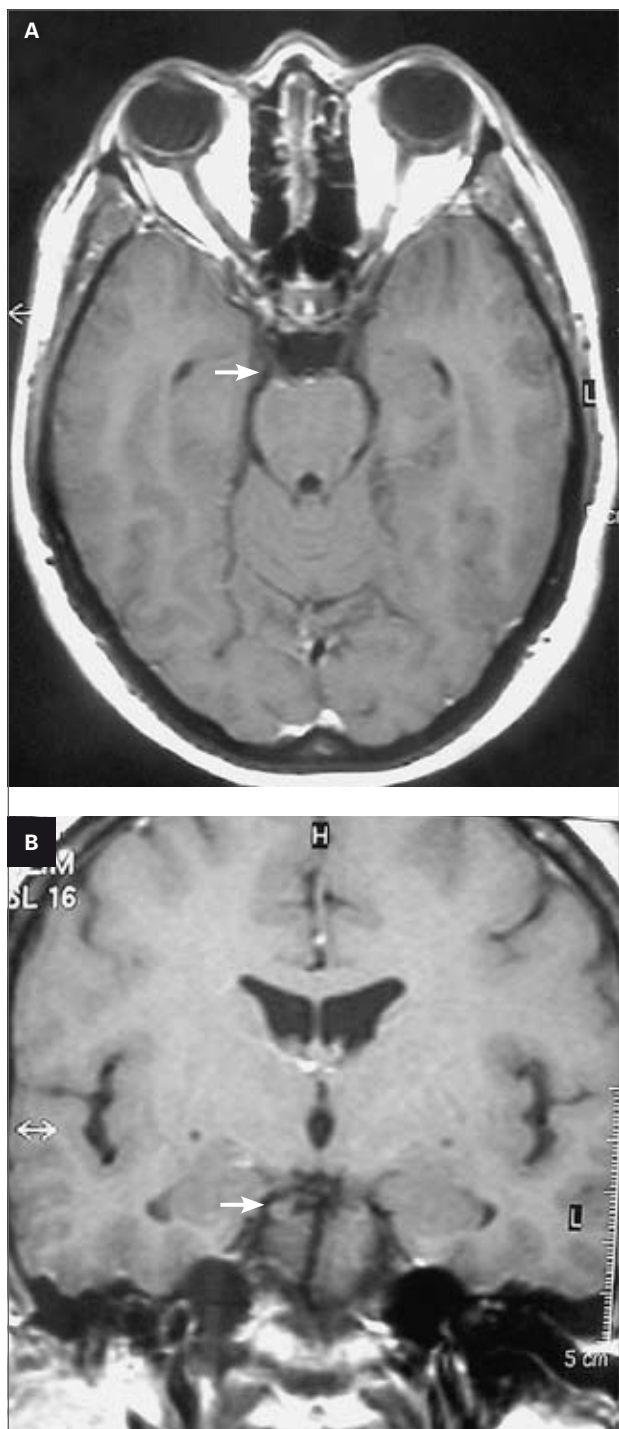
RM potenciada en T1 con administración de gadolinio, dos meses después de la regresión de la oftalmoplejía. A: axial. B: coronal, probable engrosamiento del III par sin captación (flechas)
